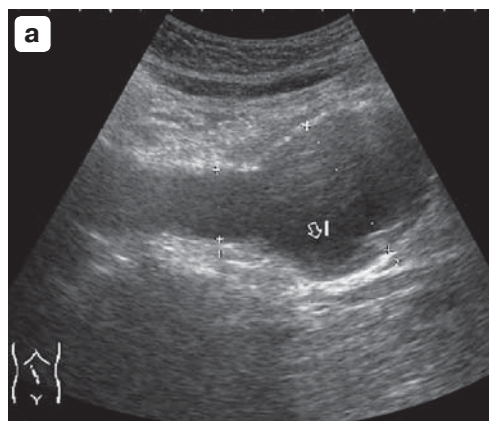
Локальное выбухание стенки аневризмы. а – УЗ-изображение, продольное сканирование в режиме ДС, локальное выбухание боковой стенки аневризмы; б – МСКТ-изображение, аксиальный срез, симптом “ниши” при затеке контраста в толщу стенки аневризмы за пределы интимы; в – интраоперационное фото.
